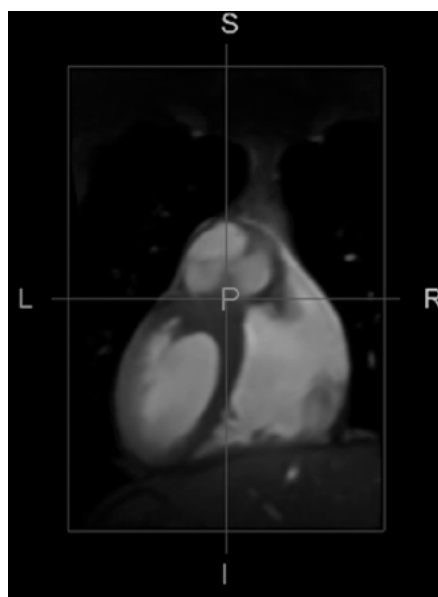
Vue coronale d'une image IRM 3D d'un cœur sain en MD (L : left, R : right, S : superior, I : inferior. Prise de Linte [268]).
